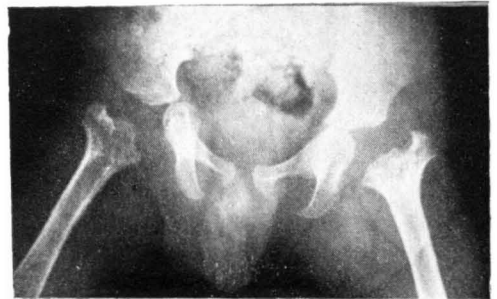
Radiografía anteroposterior de caderas del caso núm. 11, en el que se afectaron las dos caderas y tras la destrucción del núcleo cefálico y del cuello queda como secuela una extremidad superior del fémur en forma de un muñón ensanchado e irregular.
